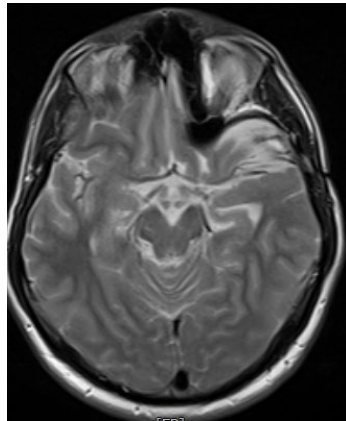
Şekil h: Postop 15. ay MRG T1
